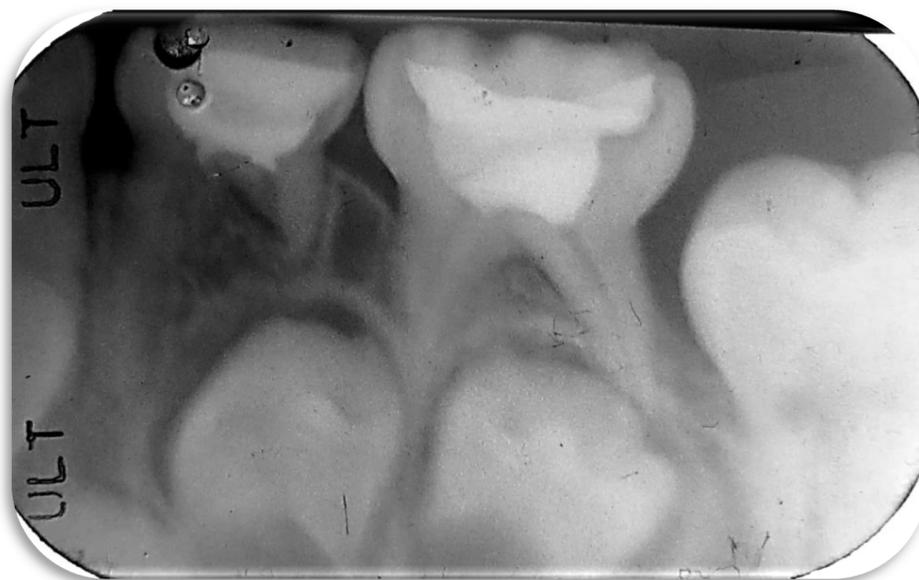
Radiografía de pieza 75 IRL por Oclusal compatible con tratamiento de pulpotomía, pieza 74 con IRL por oclusal compatible con tratamiento de pulpotomía y reabsorción radicular en más de 2/3 de raíz.
